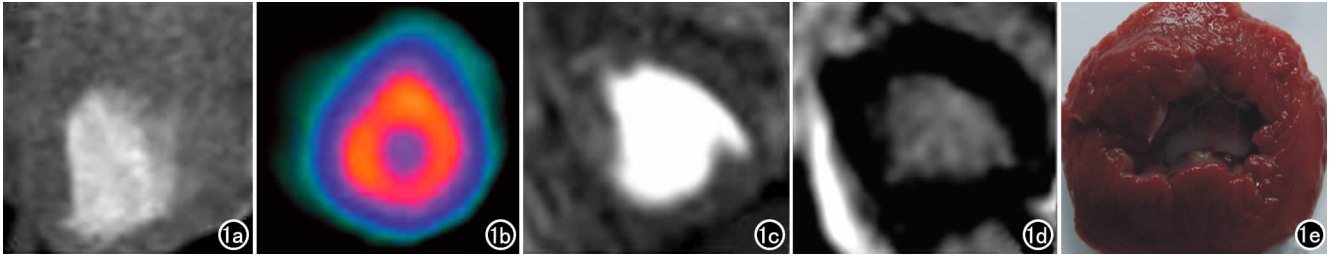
中华小型猪,体重 24.2 kg,心率 114 次/分,术中编号 02。a) MSCT 动脉期未见心肌灌注减低; b) SPECT 示心肌无明显灌注减低区; c) MRI 首过灌注未见心肌灌注减低; d) MRI 延迟扫描未见心肌延迟增强; e) TTC 染色未见梗死心肌。
